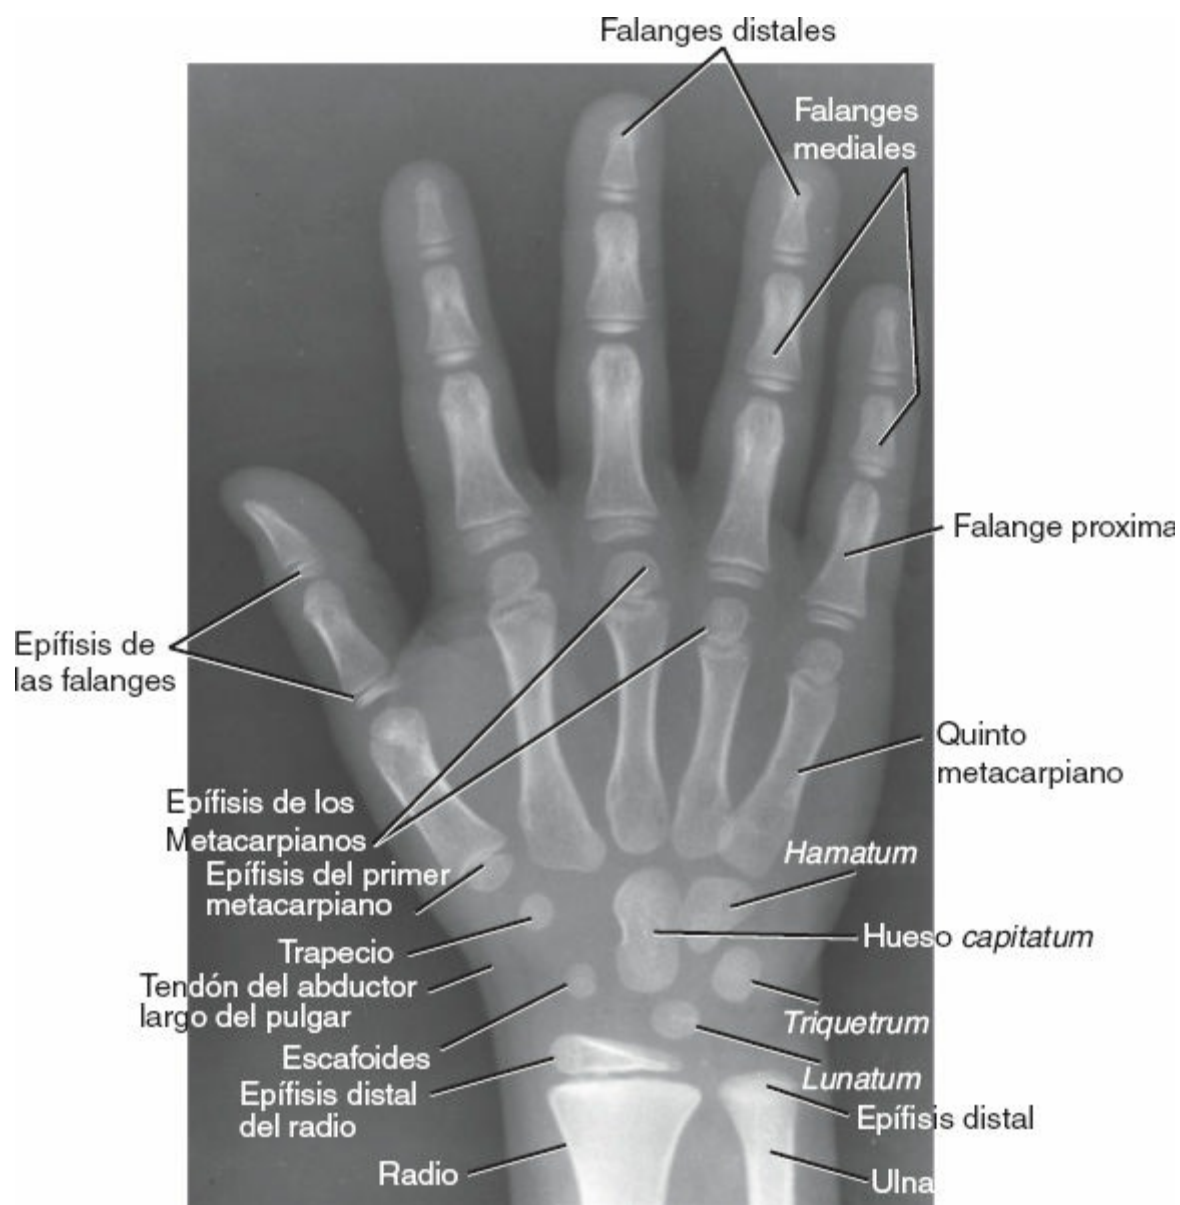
Radiografía posteroanterior de la muñeca y la mano de un niño de 8 años.
